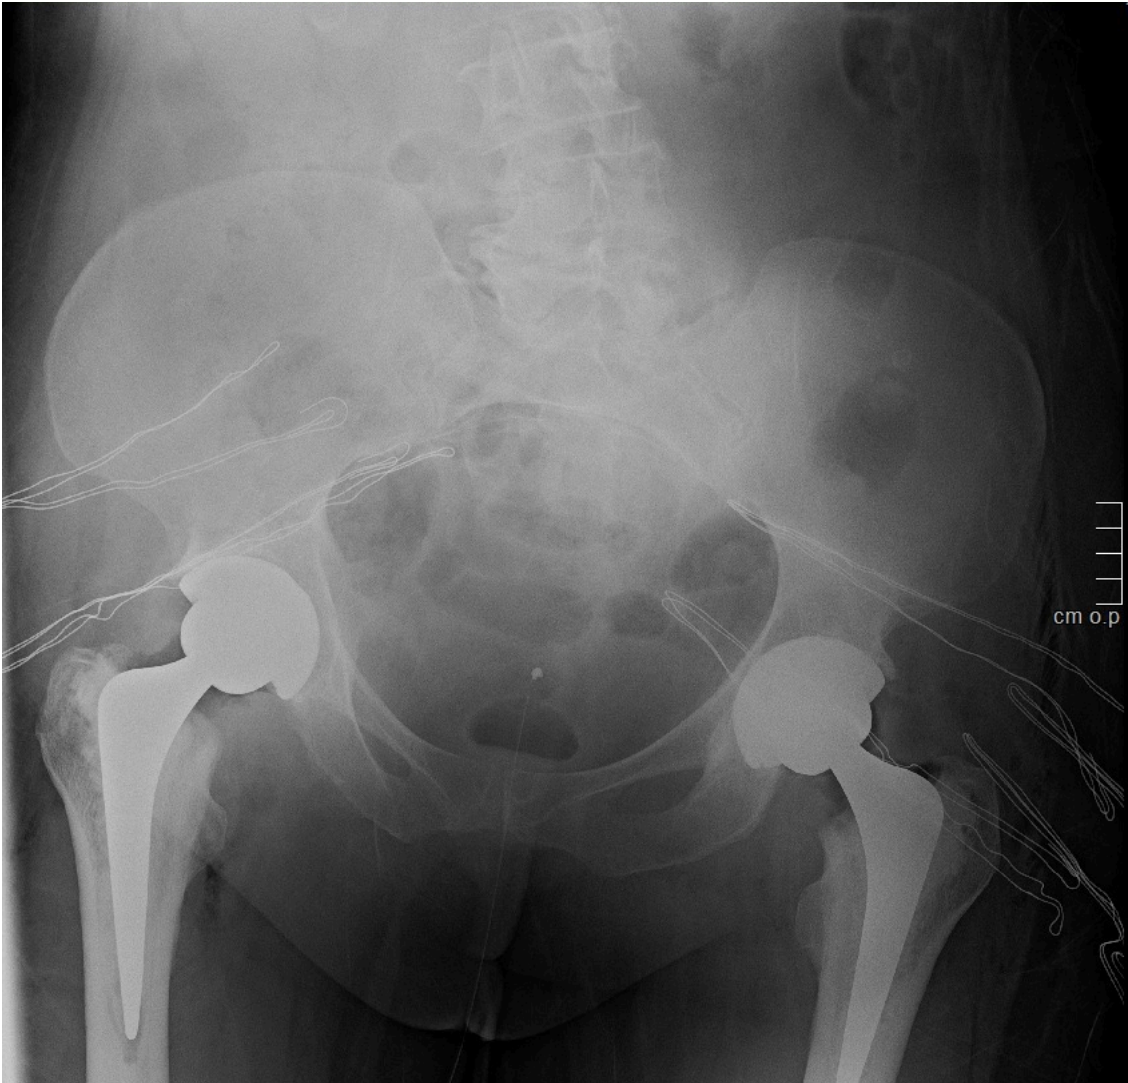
Radiografía de artroplastia total de cadera bilateral.
